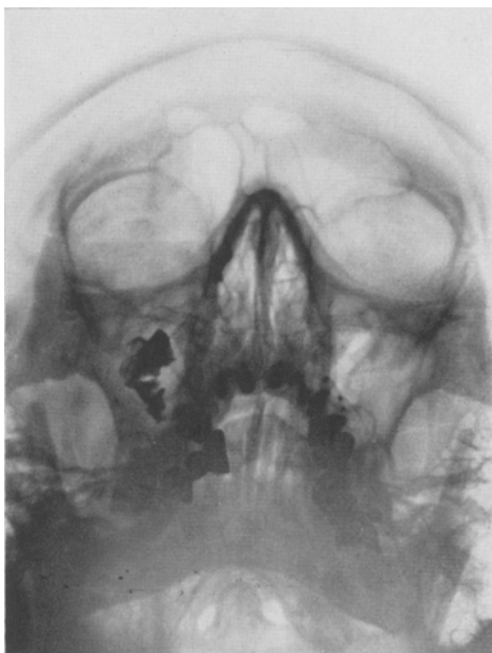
Röntgenaufnahme der Nasennebenhöhlen am 11. 3. 39 nach Kontrastfüllung der rechten Kieferhöhle am 7. 12. 38.
